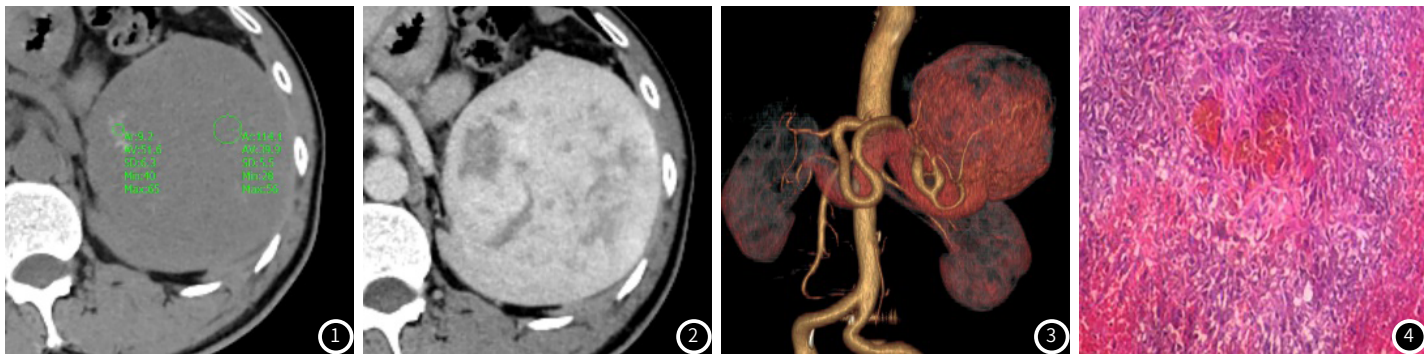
1腹部CT平扫轴位图, 病灶密度不均匀, 边缘光滑, 平均CT值约为39.9HU, 病灶内无钙化灶, 病灶内可见斑片状稍高密度影, 其中一处稍高密度影区CT值为51.6HU。
